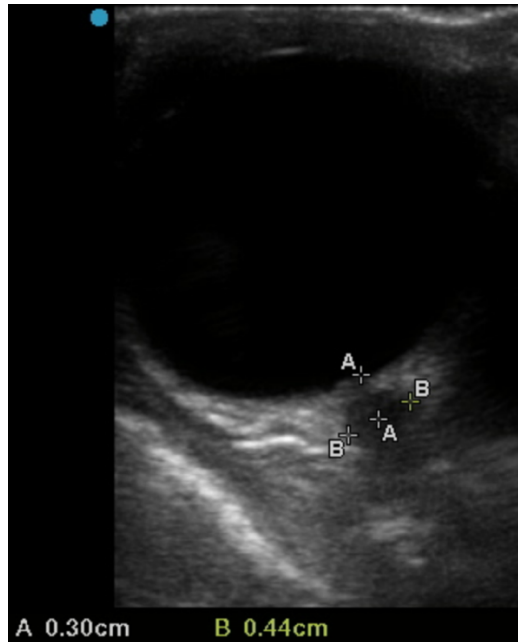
Normal Gözün Anatomik Kesiti. Kapalı göz kapağı ile optik sinir kılıfı çapının ultrasonografik değerlendirme şeması [70].
